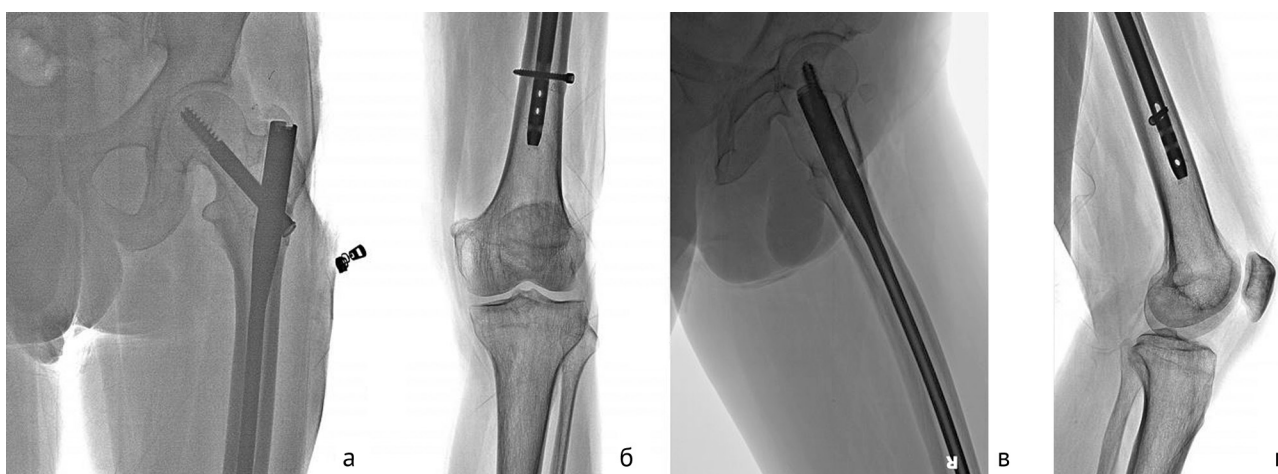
Результат лечения пациента, сросшийся межвертельный перелом, фиксированный проксимальным бедренным штифтом: а, б — рентгенограммы бедренной кости, прямая проекция, в, г — боковая проекция
